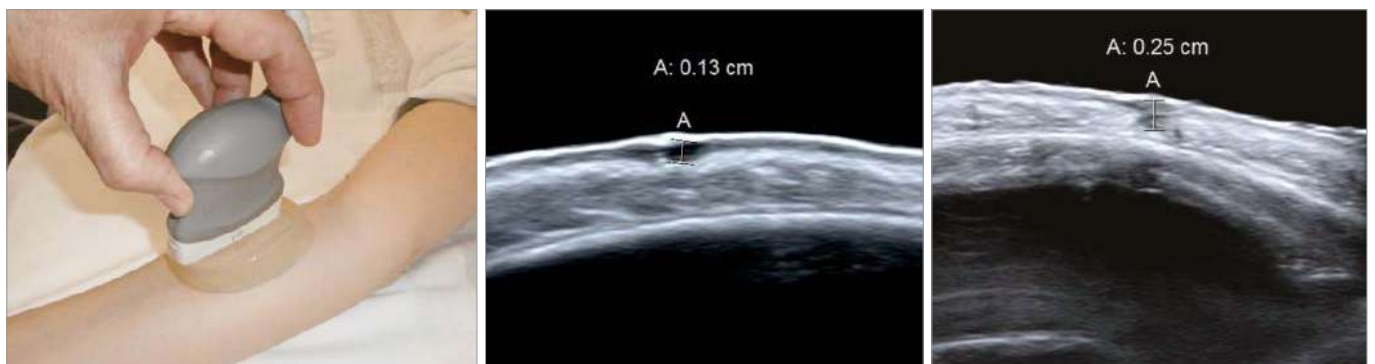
Adquisición de imagen de ultrasonido con gel especial. Medida de la profundidad de la lesión en un caso superficial y uno nodular.
